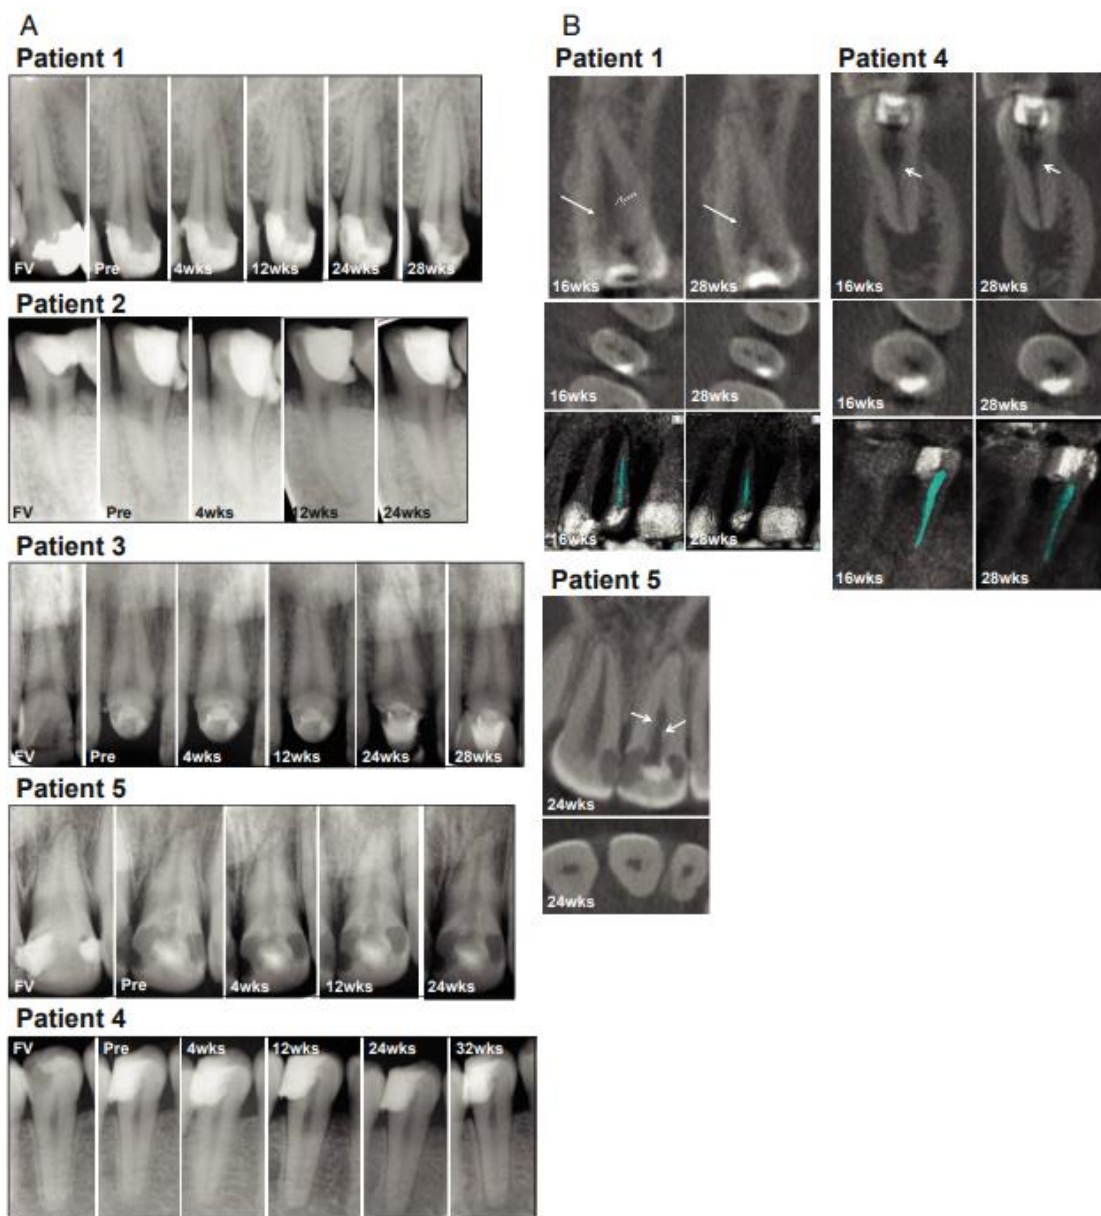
(A) Analyse radiographique pour montrer les changements et l'évolution des tissus péri apicaux et la formation de tissus minéralisés apicaux et/ou latéraux dans le canal radiculaire lors des différentes visites. (B) Évaluation par tomodensitométrie à faisceau conique de la formation de dentine apicale/latérale dans le canal radiculaire en coupes coronales et axiales chez 3 patients à 16 et 28 semaines. Les flèches indiquent la dentine nouvellement formée. (9)
